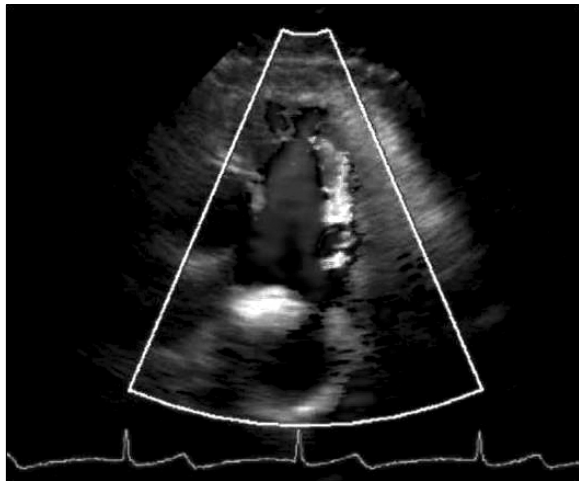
Transthoracic echocardiography finding. Patent ductus arteriosus communicated with descending aorta and Lt. pulmonary artery is noted.
